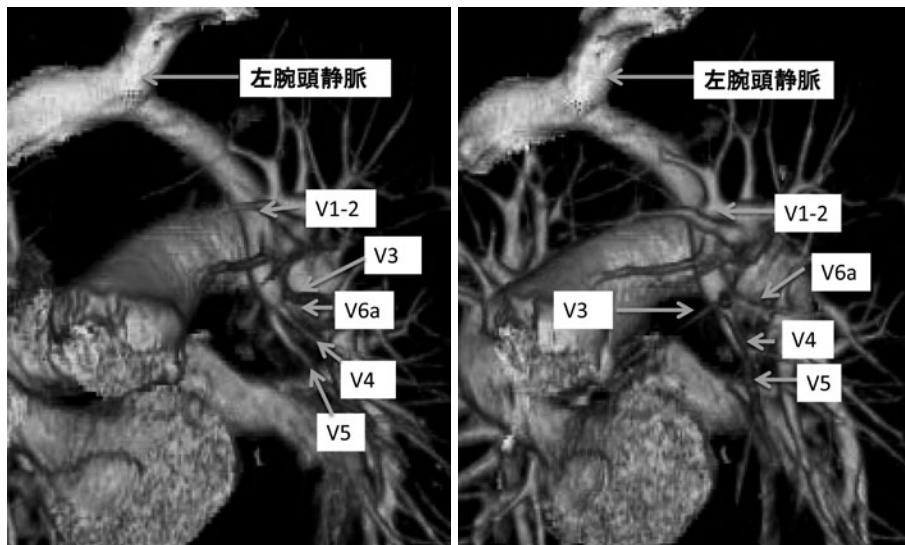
Three-dimensional computed tomographic pulmonary angiography shows an enhanced anomalous vein draining into the left brachiocephalic vein.
